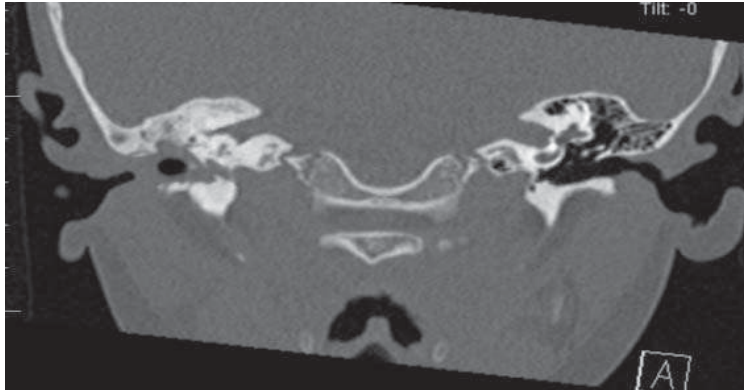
Tomografía simple de oídos en corte coronal donde se observa oído derecho con mastoides mal desarrollada, celdillas y oído medio ocupado por material isodenso a tejidos blandos con osteólisis concéntrica, no se observa cadena osicular.
